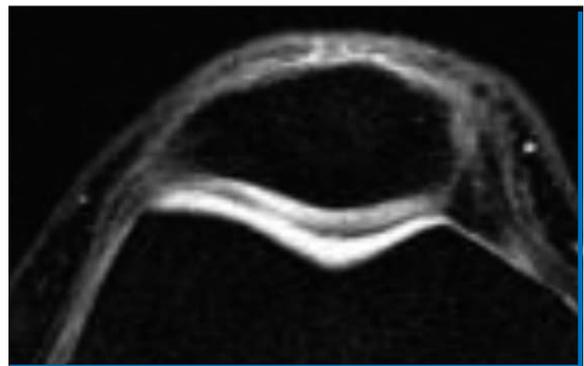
MRT einer Patientin mit patellofemoralem Schmerzsyndrom. Der Knorpel ist intakt.
